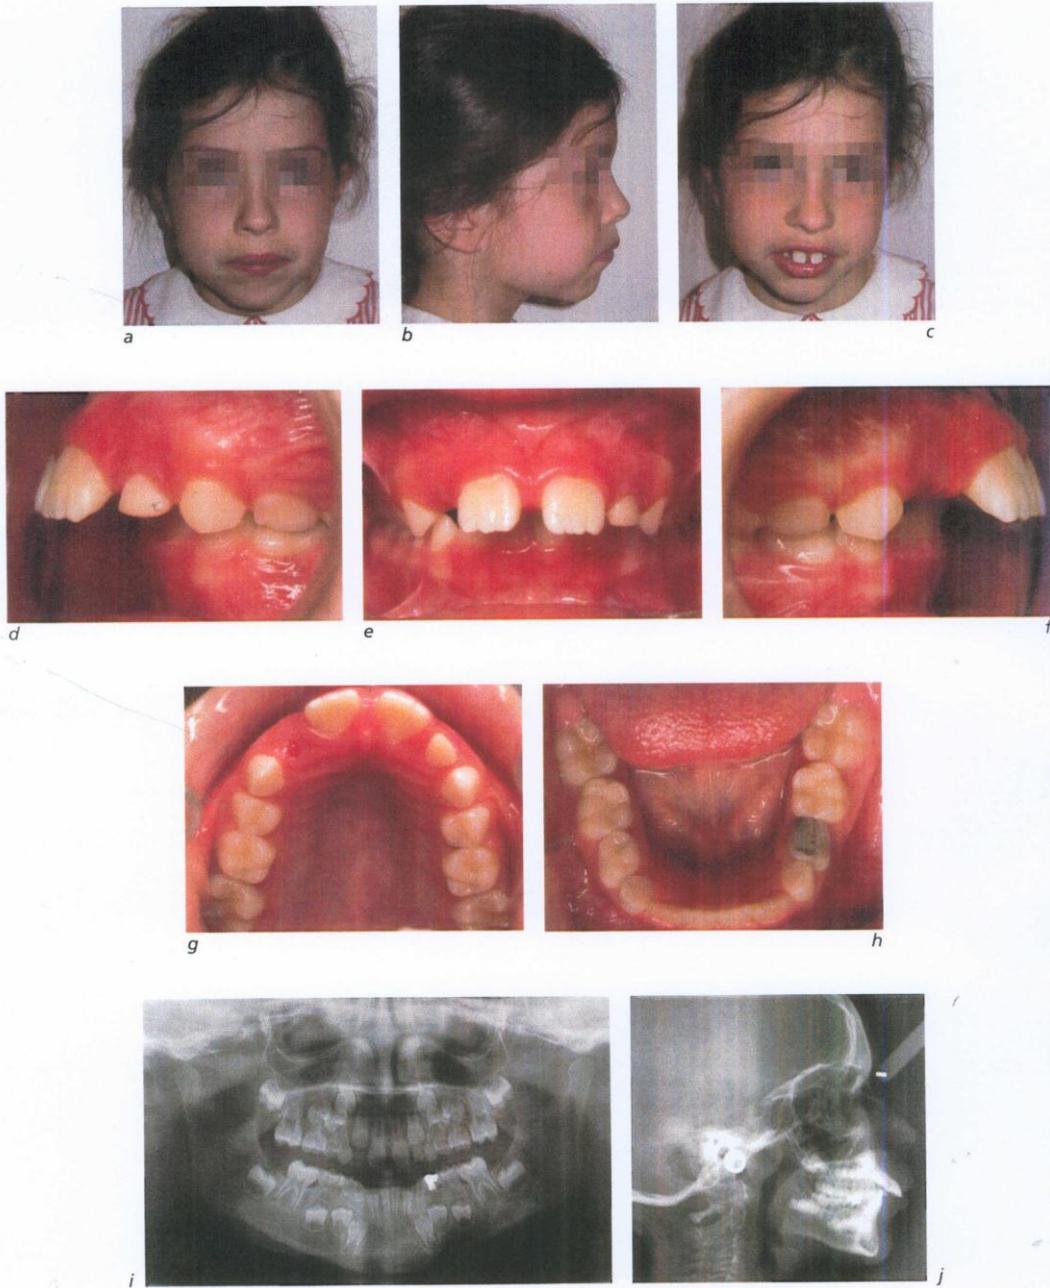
Visage (a, b, c), vues intrabuccales (d, e, f, g, h), radiographie panoramique (i) et téléradiographie de profil (j).
